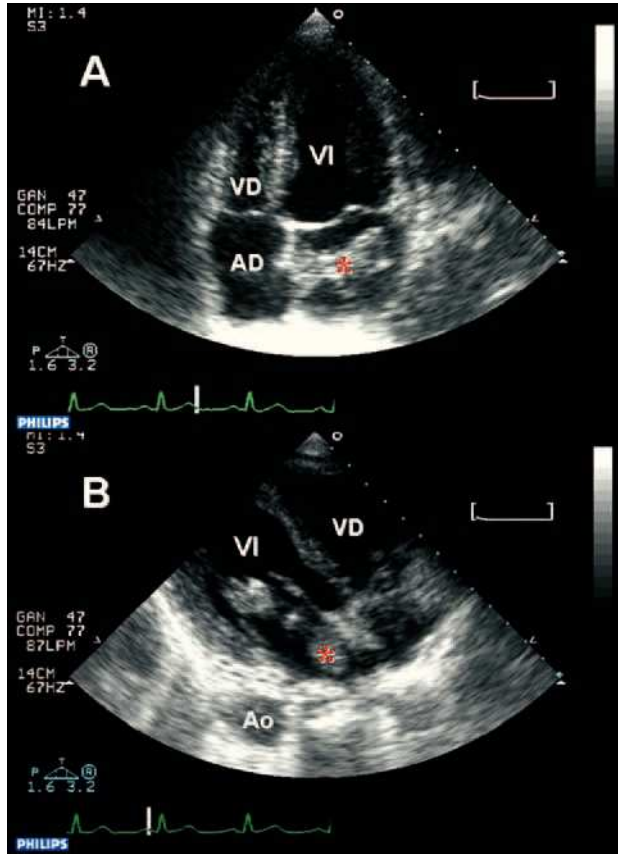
Ecocardiograma: masa pediculada de densidad heterogénea unida al septo interauricular (A). Unión de la masa al septo interauricular y prolapso a través de la válvula mitral (B). AD: aurícula derecha; Ao: aorta; VD: ventrículo derecho; VI: ventrículo izquierdo; asterisco: mixoma.
